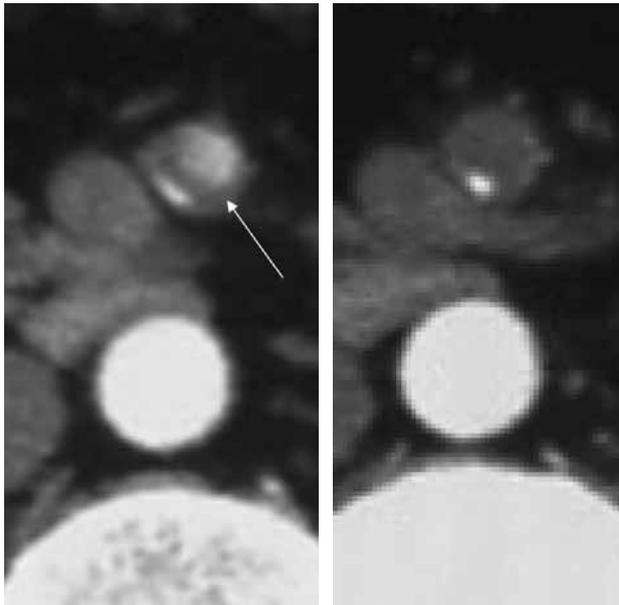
Case 3: Contrast-enhanced CT showed dissection and thickened wall (arrow) of SMA.
